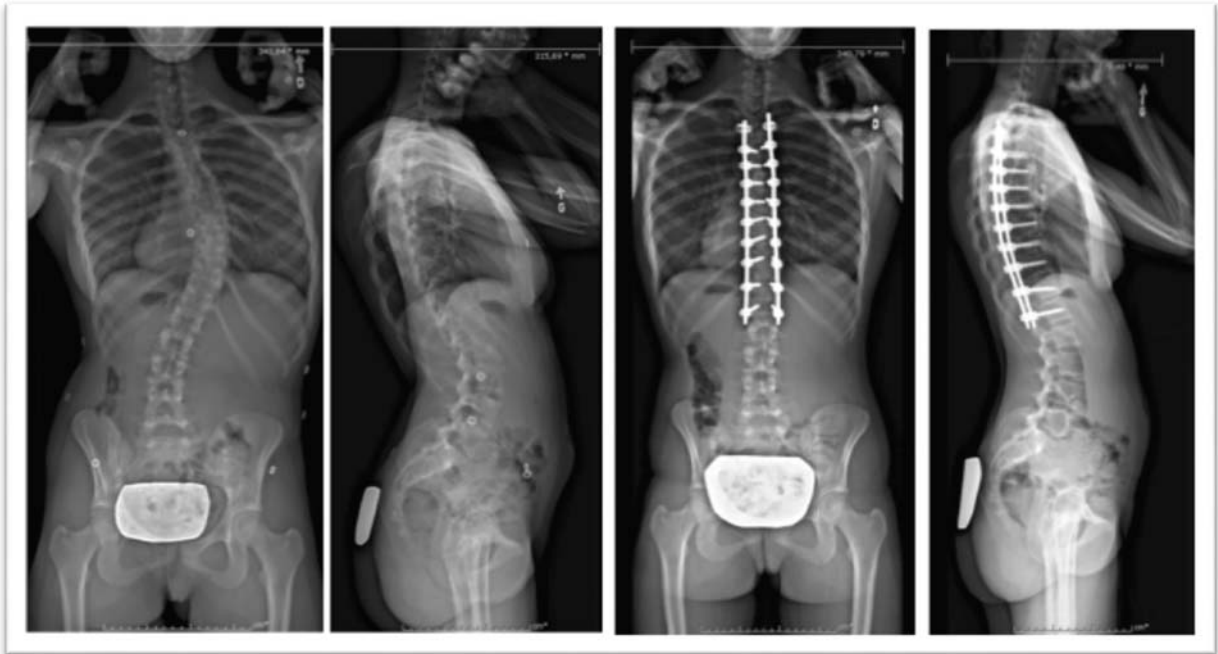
12 Radiographies d'une patiente avec SIA en pré-opératoire et post-opératoire.
